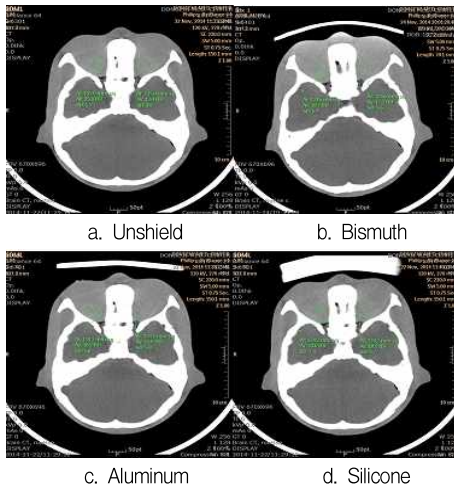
CT Number and Noise.
